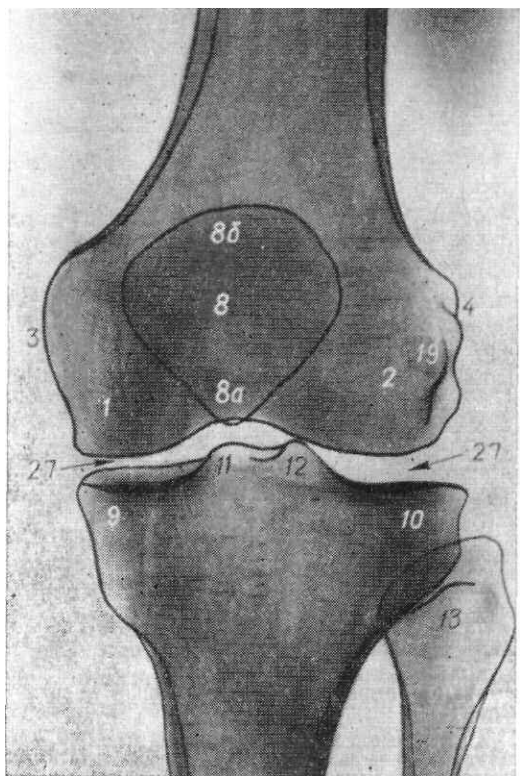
Рентгенограмма коленного сустава в прямой передней проекции. 1 — медиальный мыщелок бедренной кости; 2 — латеральный мыщелок бедренной кости; 3 — медиальный надмыщелок; 4 — латеральный надмыщелок; 8 — надколенник; 8а — верхушка надколенника; 8б — основание надколенника; 9 — медиальный мыщелок большеберцовой кости; 10 — латеральный мыщелок большеберцовой кости; 11 — медиальный межмыщелковый бугорок; 12 — латеральный межмыщелковый бугорок; 13 — головка малоберцовой кости; 19 — фавелла; 27 — рентгеновская суставная щель коленного сустава
